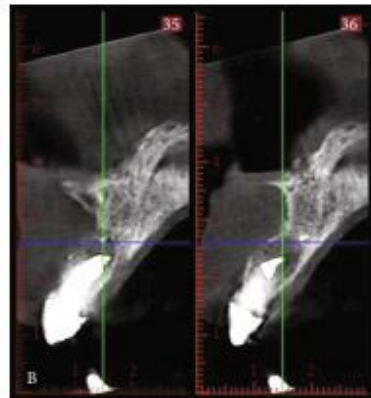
Preoperative sagittal CBCT view showing destruction of the buccal cortical layer of 2.1.
